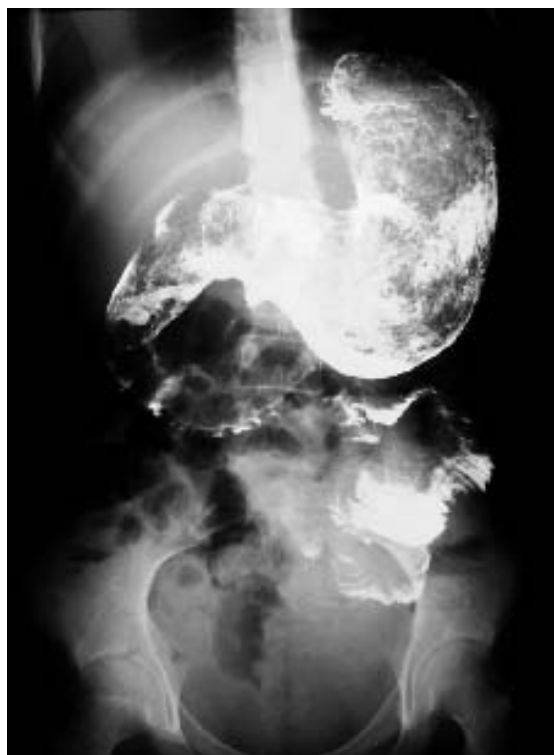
Figura # 2. Radiografía de abdomen contrastada sugerente de tricobezoar.
